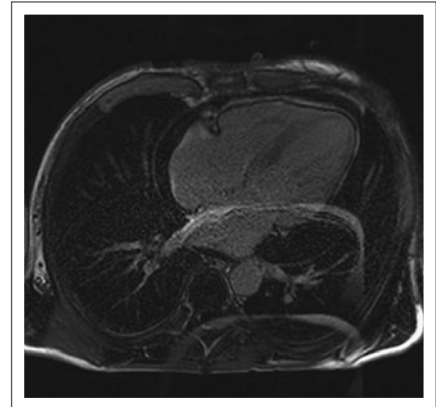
Magnetresonanztomographie: Vollbild einer kardialen Amyloidose
